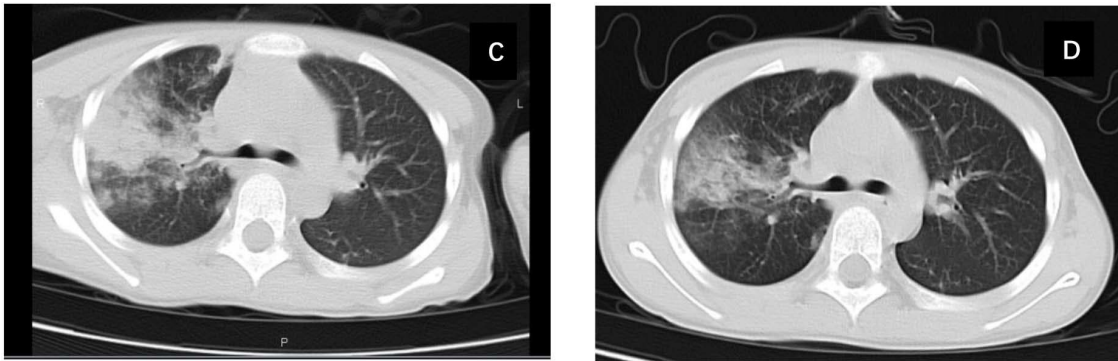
Chest CT images and CT scoring criteria for MPP in a 6-year-old male pediatric patient
